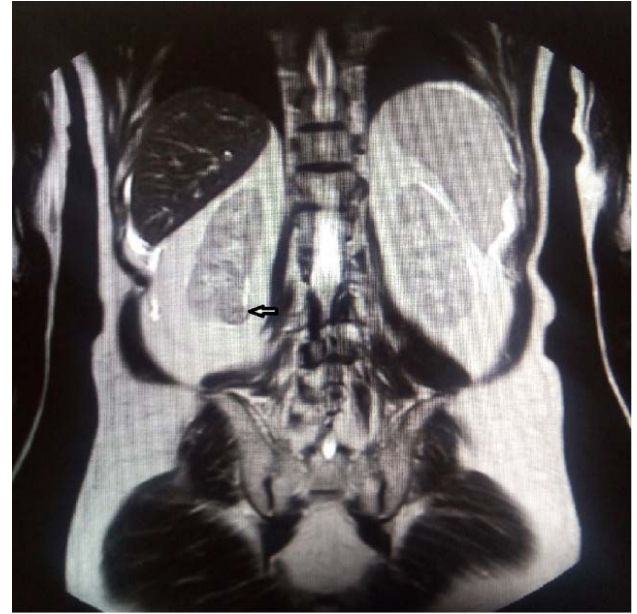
Kitlenin transvers kesit MRI görüntüsü (ok işareti)
